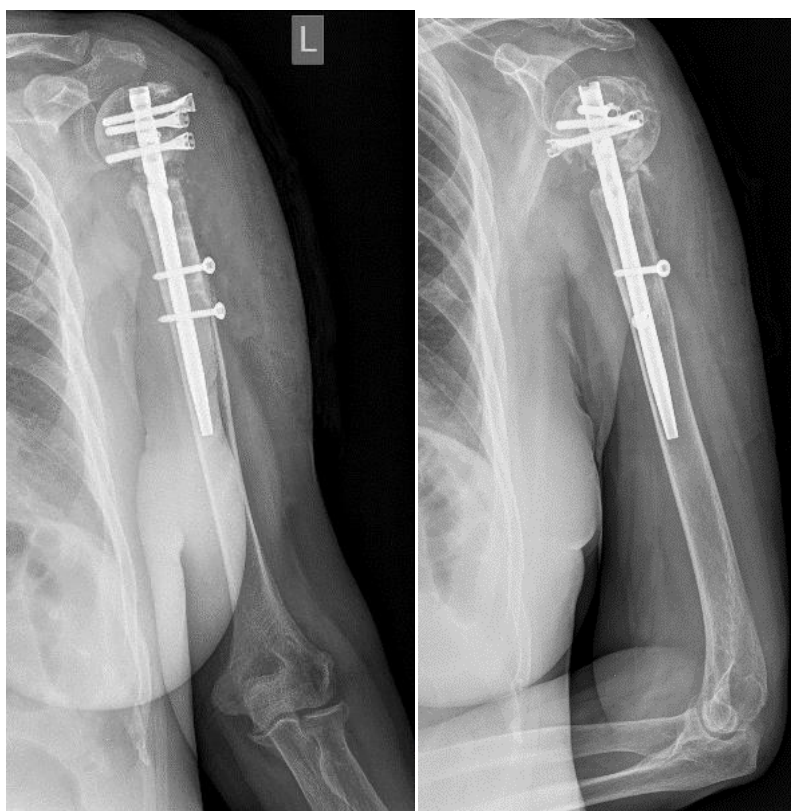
Рентгенограммы до операции. А – фас, Б – профиль. Определяется варусная деформация, угол между головкой и диафизом плечевой кости 150°. Имеется смещение периферического фрагмента кпереди, диастаз и зона резорбции между отломками, резорбция вокруг проксимальных блокирующих винтов, миграция 2 проксимальных винтов
